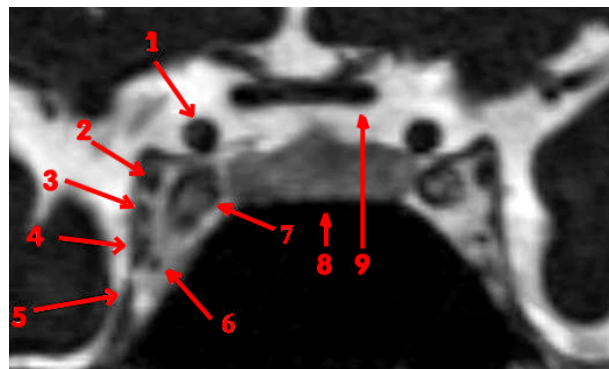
Magnetic resonance imaging (MRI) scan of the sellar region, T2-weighted coronal slice. 1: Supraclinoid segment of the internal carotid artery; 2: Oculomotor nerve; 3: Trochlear nerve; 4: Ophthalmic nerve; 5: Mandibular nerve; 6: Abducens nerve; 7: Cavernous segment of the internal carotid artery; 8: Pituitary gland; 9: Optic chiasm.
